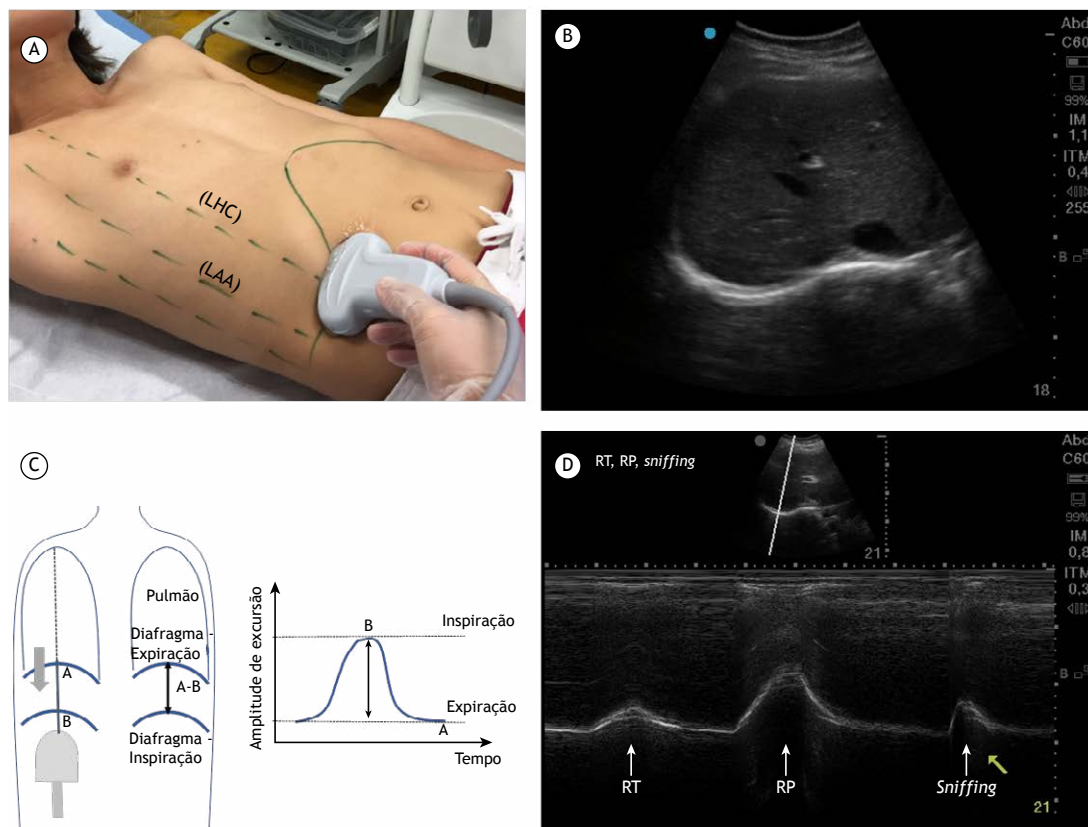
Em A, medição da excursão do hemidiafragma direito em vista subcostal anterior com a sonda convexa abaixo do rebordo costal entre a linha hemiclavicular (LHC) e a linha axilar anterior (LAA). Em B, aspecto ultrassonográfico do hemidiafragma direito na região subcostal entre a LHC e a LAA. Em C, representação esquemática da medida da excursão diafragmática: à esquerda, colocação da sonda na região subcostal para exibir o diafragma no modo B e colocação da linha exploratória demonstrando a excursão da expiração à inspiração (pontos A-B). Em D, medida da excursão diafragmática no modo M. A parte superior da figura mostra o diafragma direito normal no modo B, e a parte inferior mostra a ultrassonografia em modo M da excursão diafragmática durante respiração tranquila (RT), respiração profunda (RP) e manobra de *sniffing* (fungada voluntária).
